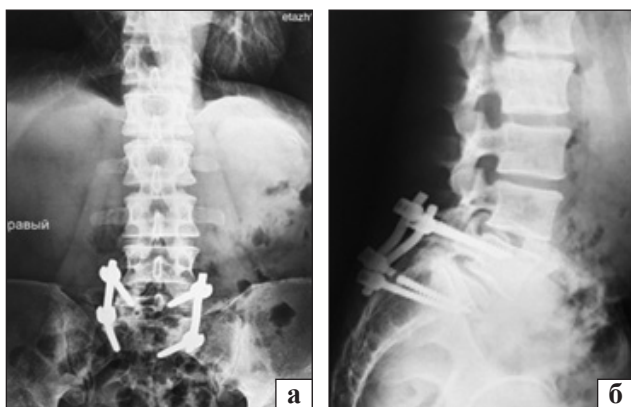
Рентгенограми хворого Ч. на момент звернення: фронтальна (а) та сагітальна (б) проєкції
